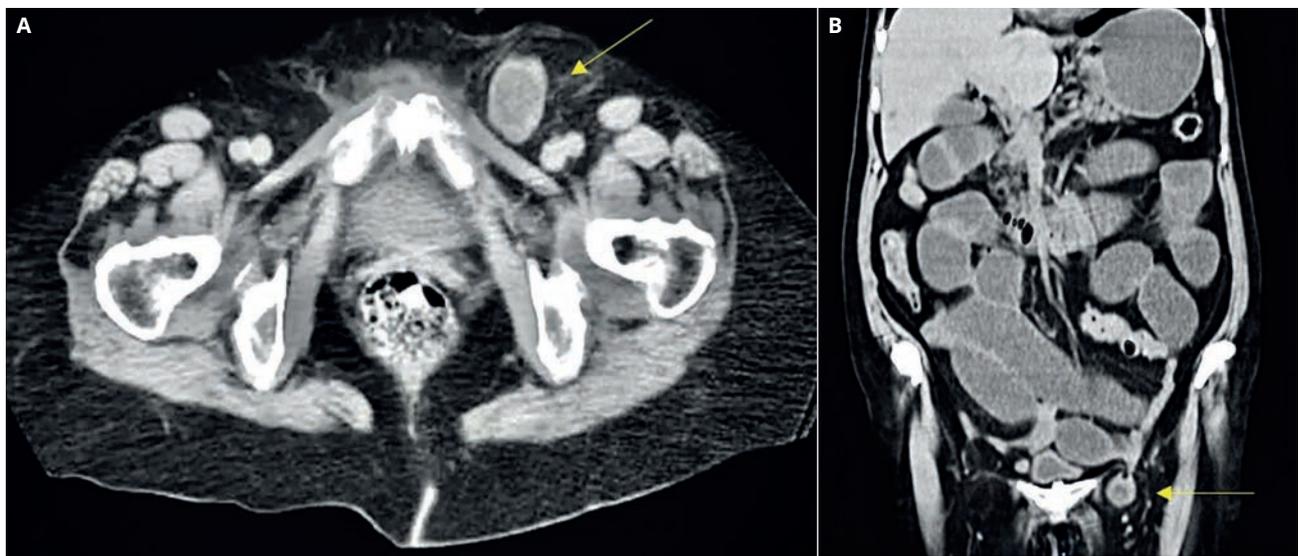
Tomografía abdominopélvica. A. Corte axial con evidencia de hernia inguinal izquierda encarcelada (flecha). B. Corte coronal con evidencia de hernia inguinal izquierda encarcelada (flecha).
